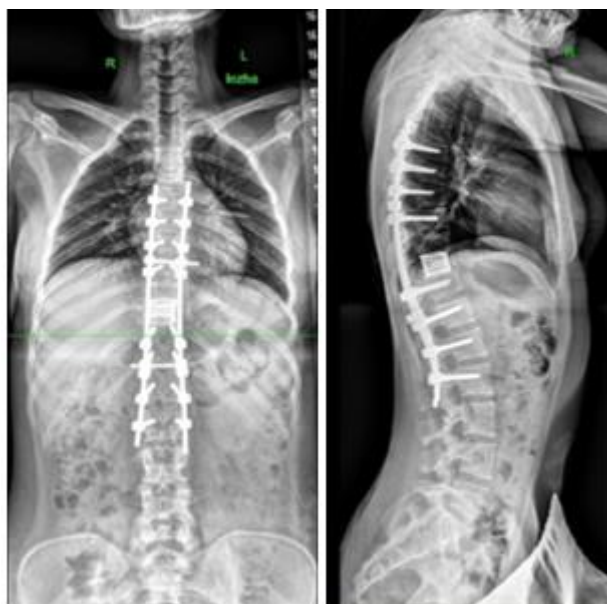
Рентгенограммы позвоночника после проведения завершающего этапа хирургического лечения
